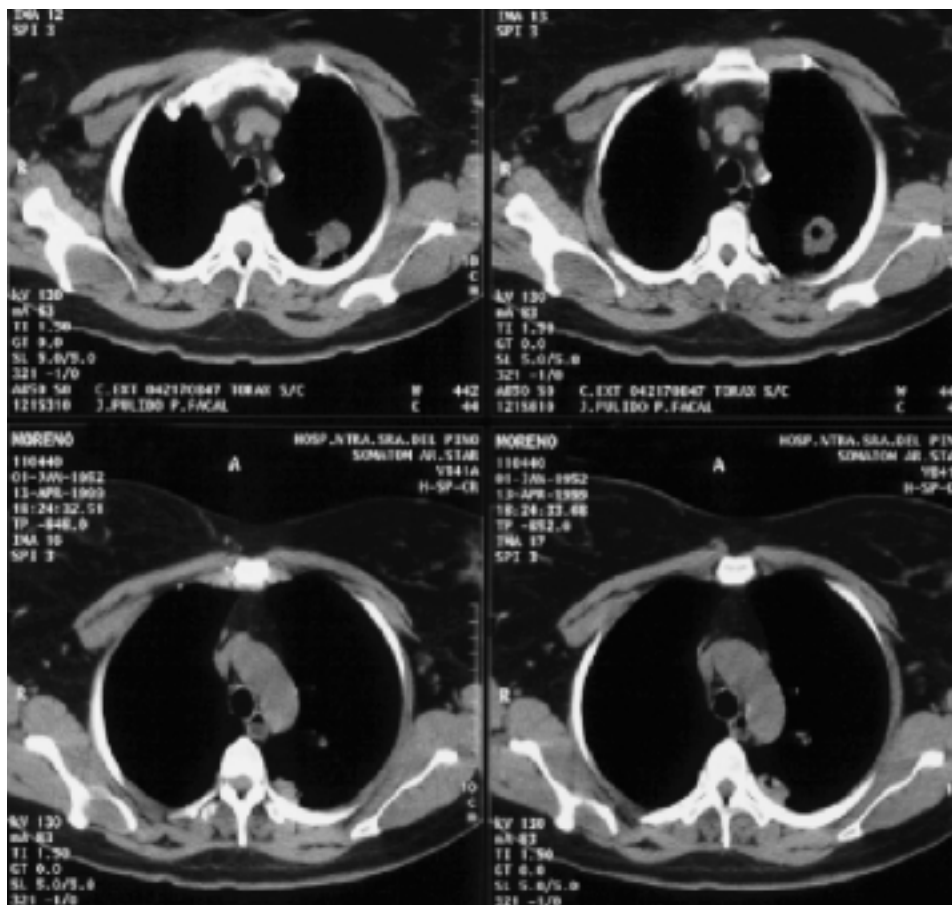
Tomografía computarizada de un paciente de 56 años de edad que evidencia una cavitación. El diagnóstico de tuberculosis se realizó por estudio anatómico-patológico y cultivo de muestra obtenida por punción aspiración con aguja fina a través de pared torácica. La tomografía computarizada sirvió para guiar la punción.
